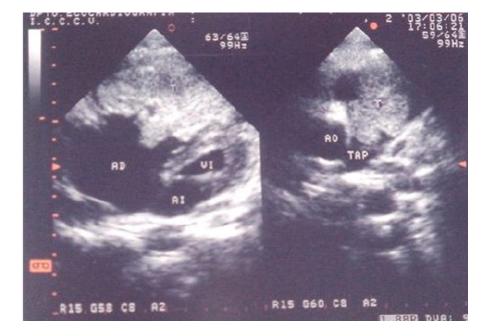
Vistas paraesternal de eje largo y eje corto tomada 3 meses después del ecocardiograma inicial donde se observa crecimiento del tumor que protruye en el tracto de entrada y salida del VD lo que produce obstrucción.
